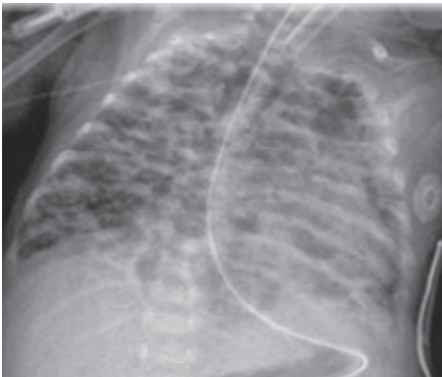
Radiografía de tórax antero posterior. Displasia broncopulmonar clásica. A nivel de los campos pulmonares se visualizan imágenes radiolúcidas que corresponden a imágenes quísticas con zonas de hiperinsuflación, líneas intersticiales gruesas que traducen la fibrosis pulmonar.
